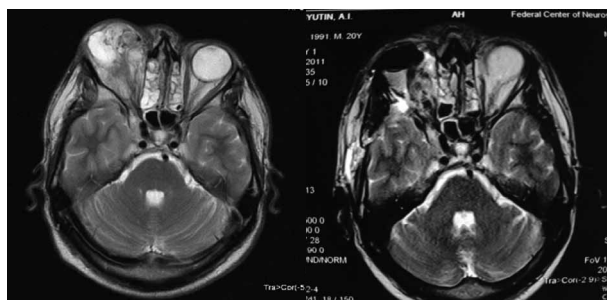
МРТ с контрастным усилением пациента Л., до оперативного лечения.
